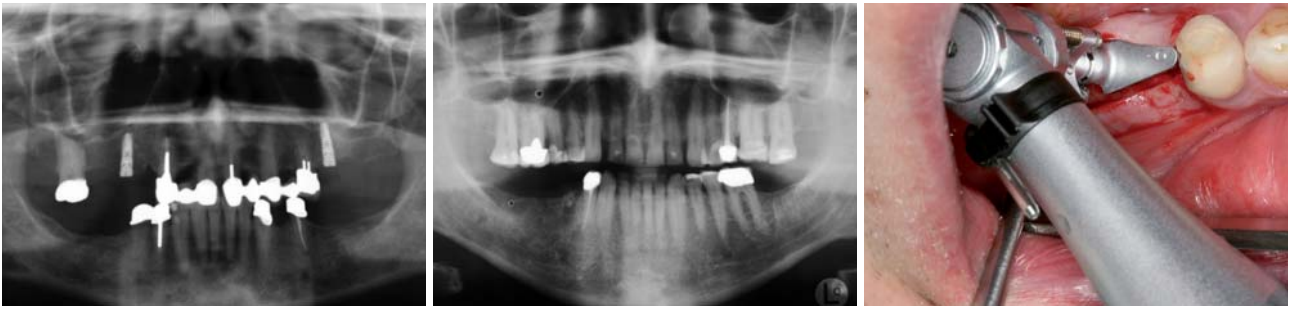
Postoperatives Röntgenbild. – Abb. 11: Präoperatives OPG bei ausreichend dimensionierten horizontalen und vertikalen Knochenangebot. – Abb. 12: Anwendung des IDC-Systems mit der Distanzlehre am Winkelstück und der Distanzhülse 6.
